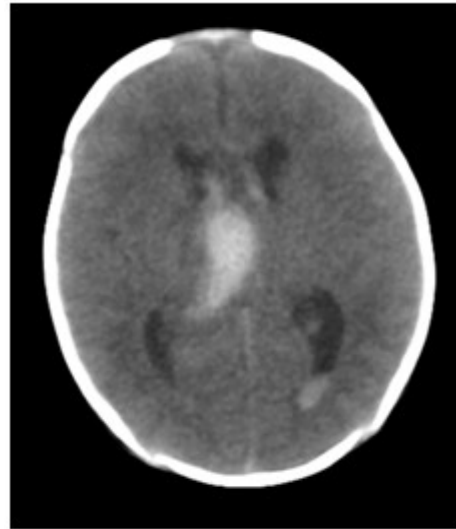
Tomografía axial computarizada simple de cráneo, con corte a 3. mm que muestra la presencia de sangre en matriz germinal y ventrículos laterales, confirmando el diagnóstico de hemorragia de la matriz germinal.
